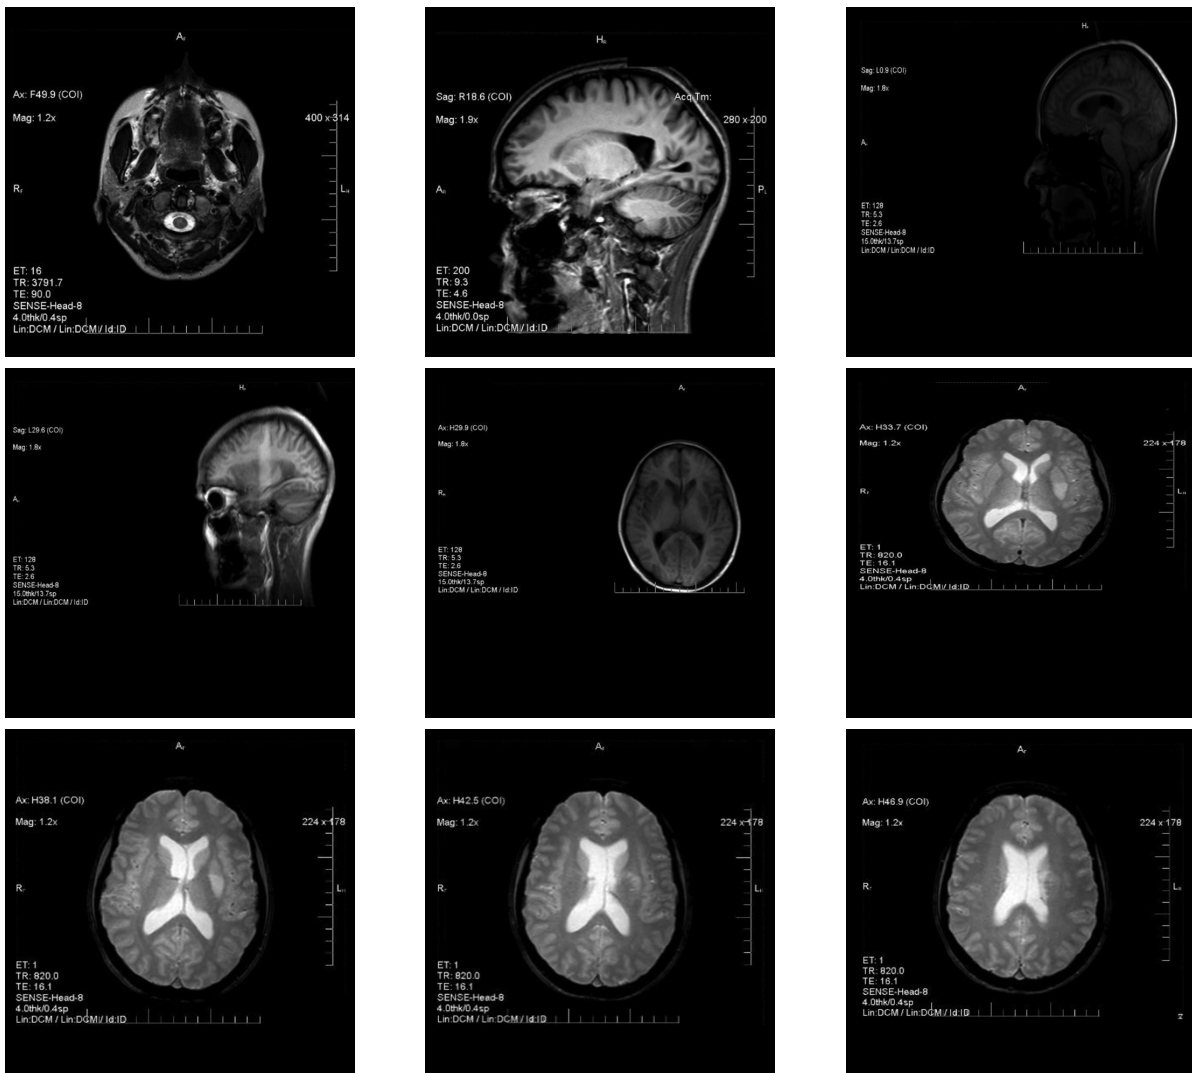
МРТ головного мозку, пацієнтка О., 37 років
